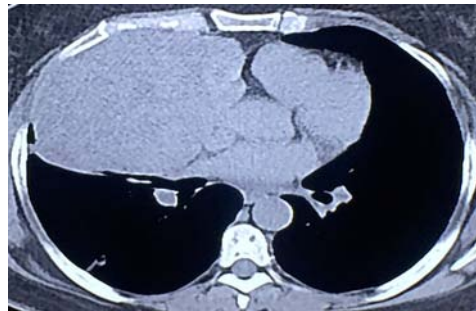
TFSP, Tomografía simple
